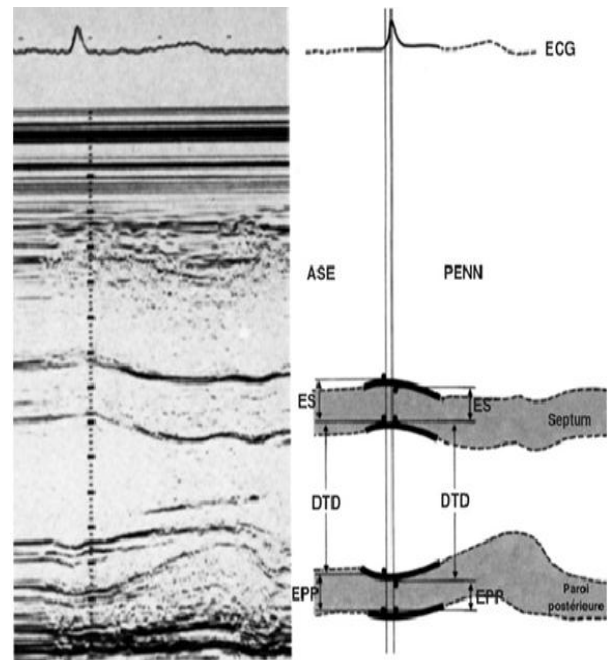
Mesure échocardiographique de la masse ventriculaire gauche montrant une HVG
